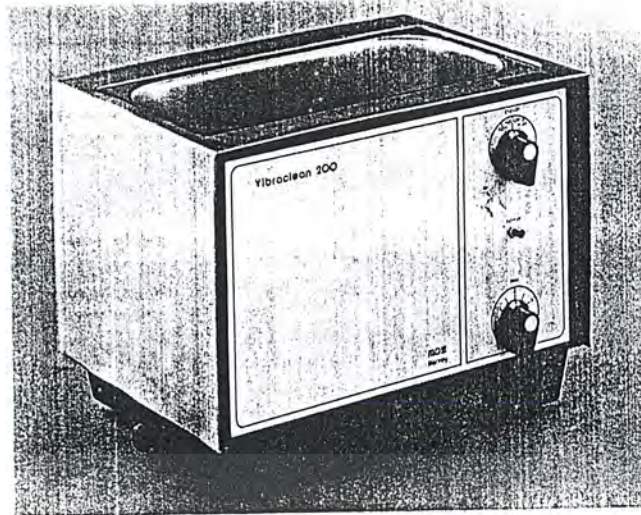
Ultrasonic cleaner. (Courtesy MDT Corporation, Gardena, CA.)
